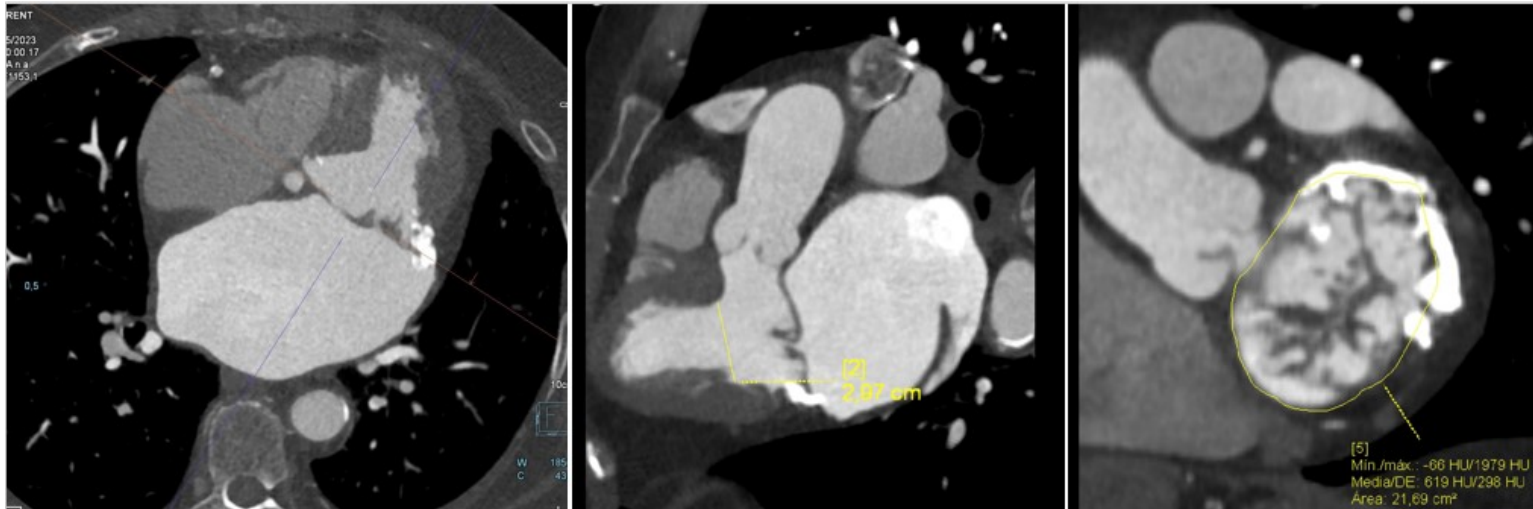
TC cardiaco previo a cierre de orejuela izquierda. Medidas de ostium de orejuela y de zona de aterrizaje y profundidad de la misma para despliegue de dispositivo. Reconstrucción volumétrica donde se visualiza orejuela izquierda en forma de ala de pollo con volumen de 65cc.*
